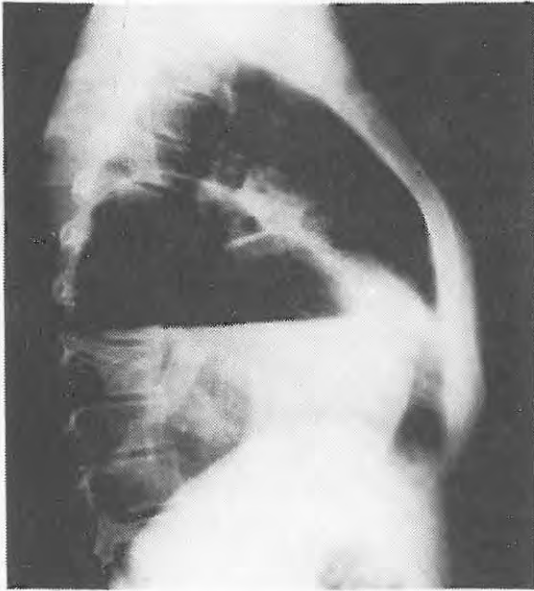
Göğüs grafisinde sağ hemitoraksta perfore hidatik kiste ait "Nilüfer bulgusu" görülmektedir
